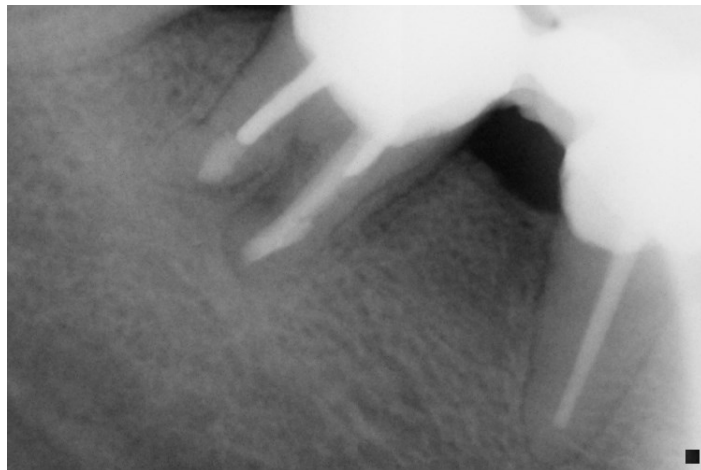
Radiografía de control a los 14 años (2017)
